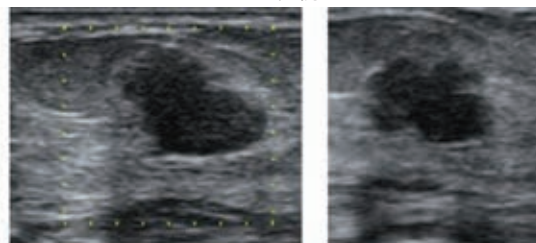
生検前に最も乳癌が疑われた症例の超音波画像
